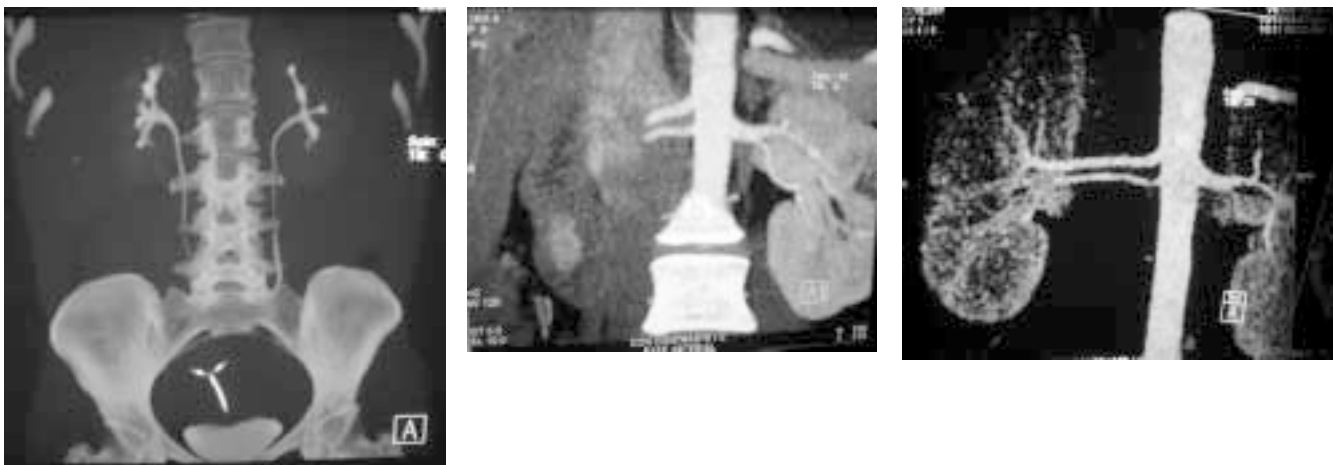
Tomografía helicoidal con reconstrucción vascular y del tracto urinario, estas imágenes pueden reemplazar a la urografía excretora y arteriografía. En este paciente se demuestra una doble arteria en el riñón derecho y una sola arteria izquierda con un tracto urinario normal, en la presencia de un dispositivo intrauterino.
